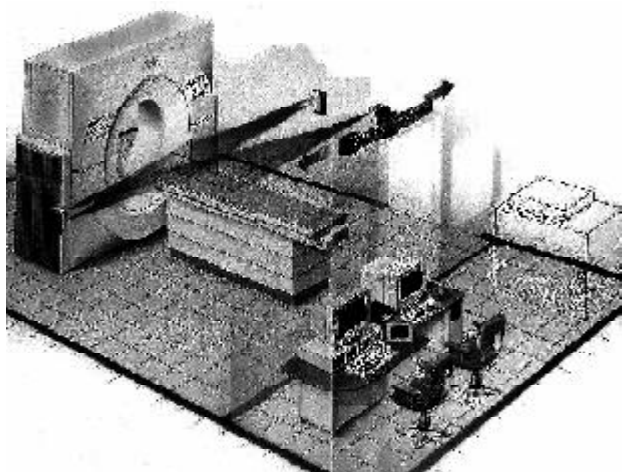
Компьютерный томограф-симулятор.
